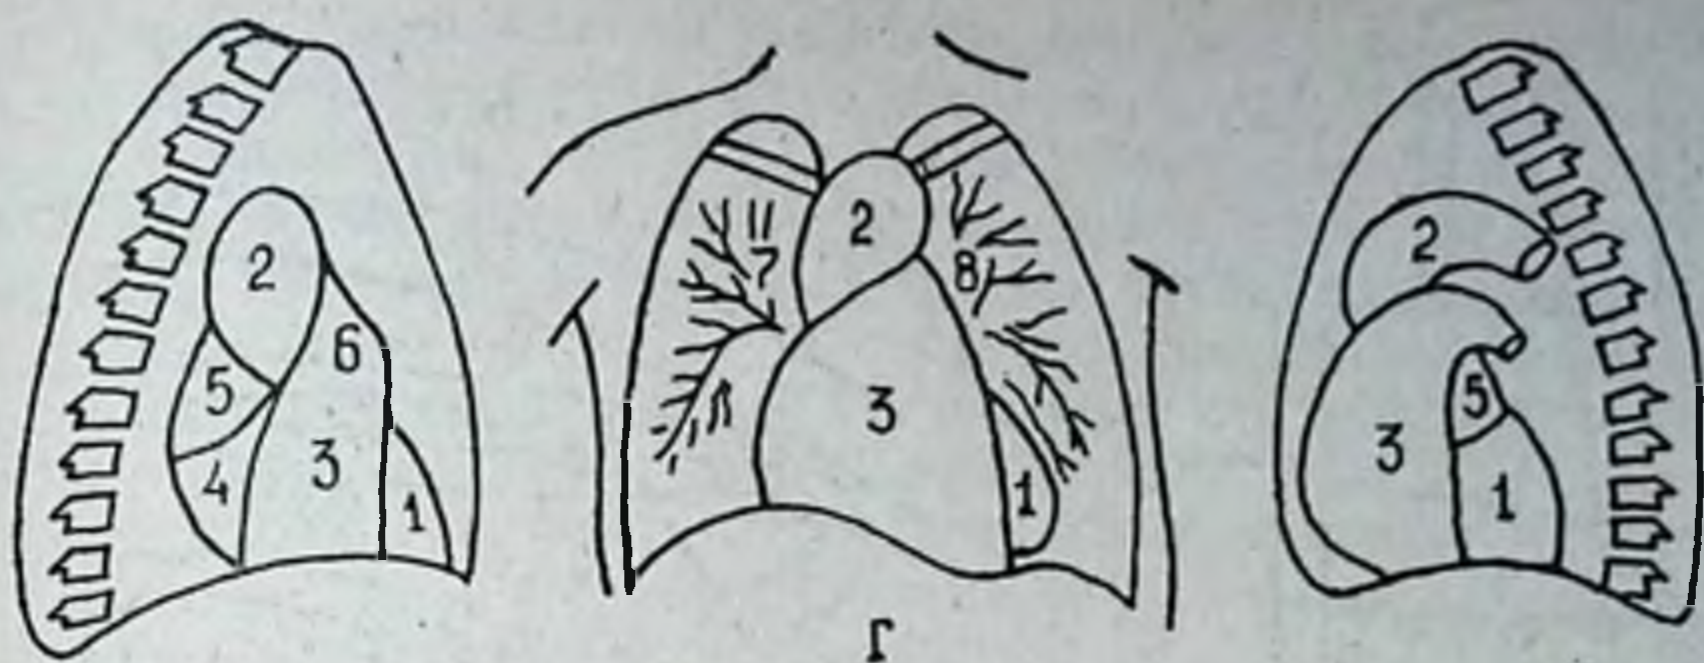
Рентгенограмма грудной клетки в прямой (А), правой и левой косо (Б, В) проекциях ребенка С., 8 лет.
